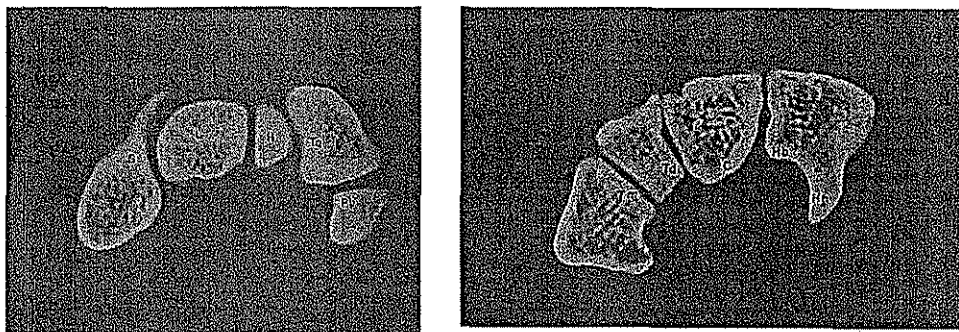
ESTRUCTURAS QUE FORMAN LAS PAREDES DEL TÚNEL CARPIANO. IMAGEN DE TOMOGRAFIA COMPUTADA (T.C.) DE LA HILERA CARPIANA PROXIMAL. ESCAFOIDES (S), SEMILUNAR (L), PARTE SUPERIOR DEL HUESO GANCHOZO (Hh), PIRAMIDAL (Tq), PISIFORME (P). LA SEGUNDA FOTO ES UNA PROYECCION DE T.C. DE LA HILERA CARPIANA DISTAL. TRAPECIO (Tn), TRAPEZOIDES (TD), HUESO GRANDE (C), Y EL CUERPO DEL GANCHOZO (Hh), PARED INTERNA DE LA APOFISIS UNCIFORME DEL GANCHOZO (Hh). (TOMADO DE Firooznia, H.F. Imágenes por RM y TC del sistema musculoesquelético. Ed. MOSBY, 1993).
